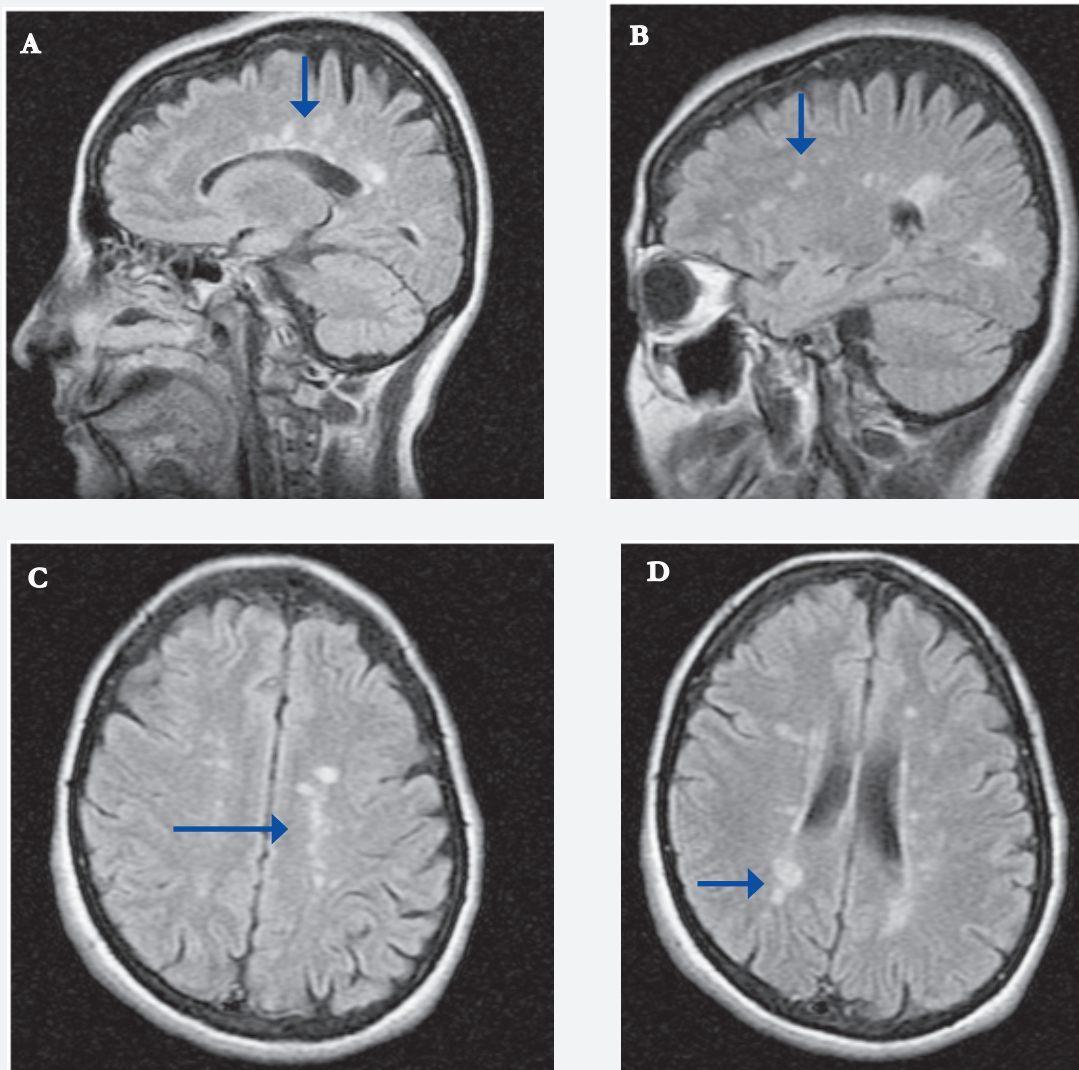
IRM con información T2 - supresión de líquidos (FLAIR) A y B: imágenes hiperintensas en cortes sagitales A. que muestran lesiones hiperintensas que comprometen cuerpo calloso desde la región anterior a la posterior. C y D: lesiones de características similares en región periventricular de los centros semiovalares y coronaradiada comprometiendo algunas fibras U.
